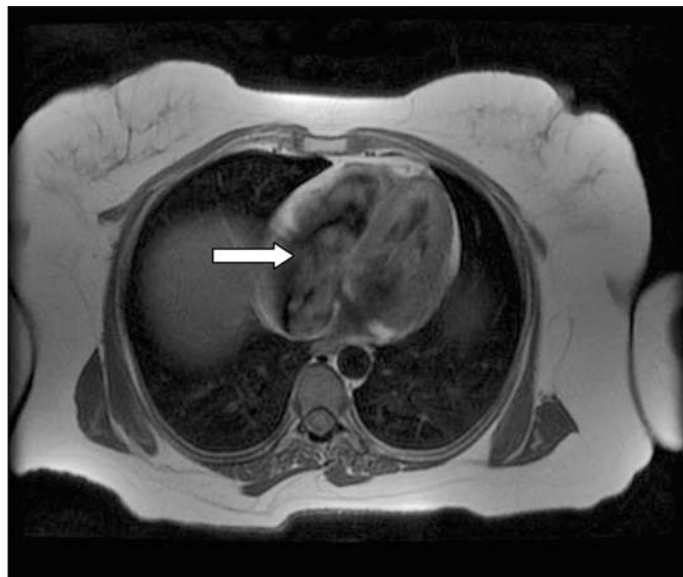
Angiorresonancia que muestra la entrada en el ventrículo derecho del tumor (flecha).
